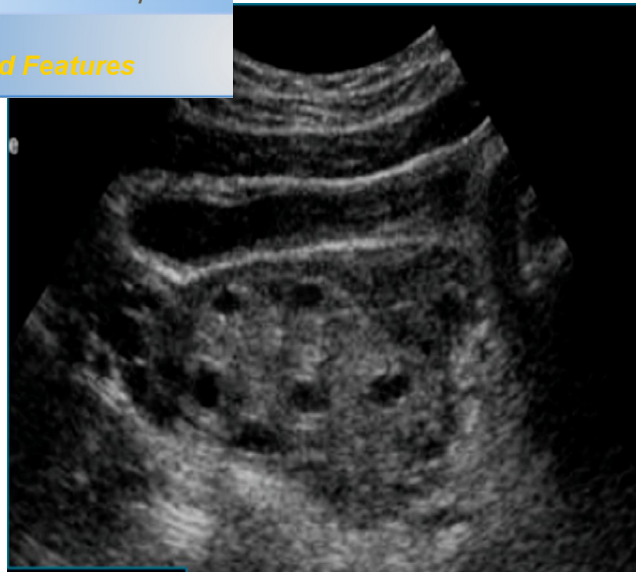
Aspect échographique d'une torsion d'annexe (gros ovaire, répartition périphérique des follicules) [16]
